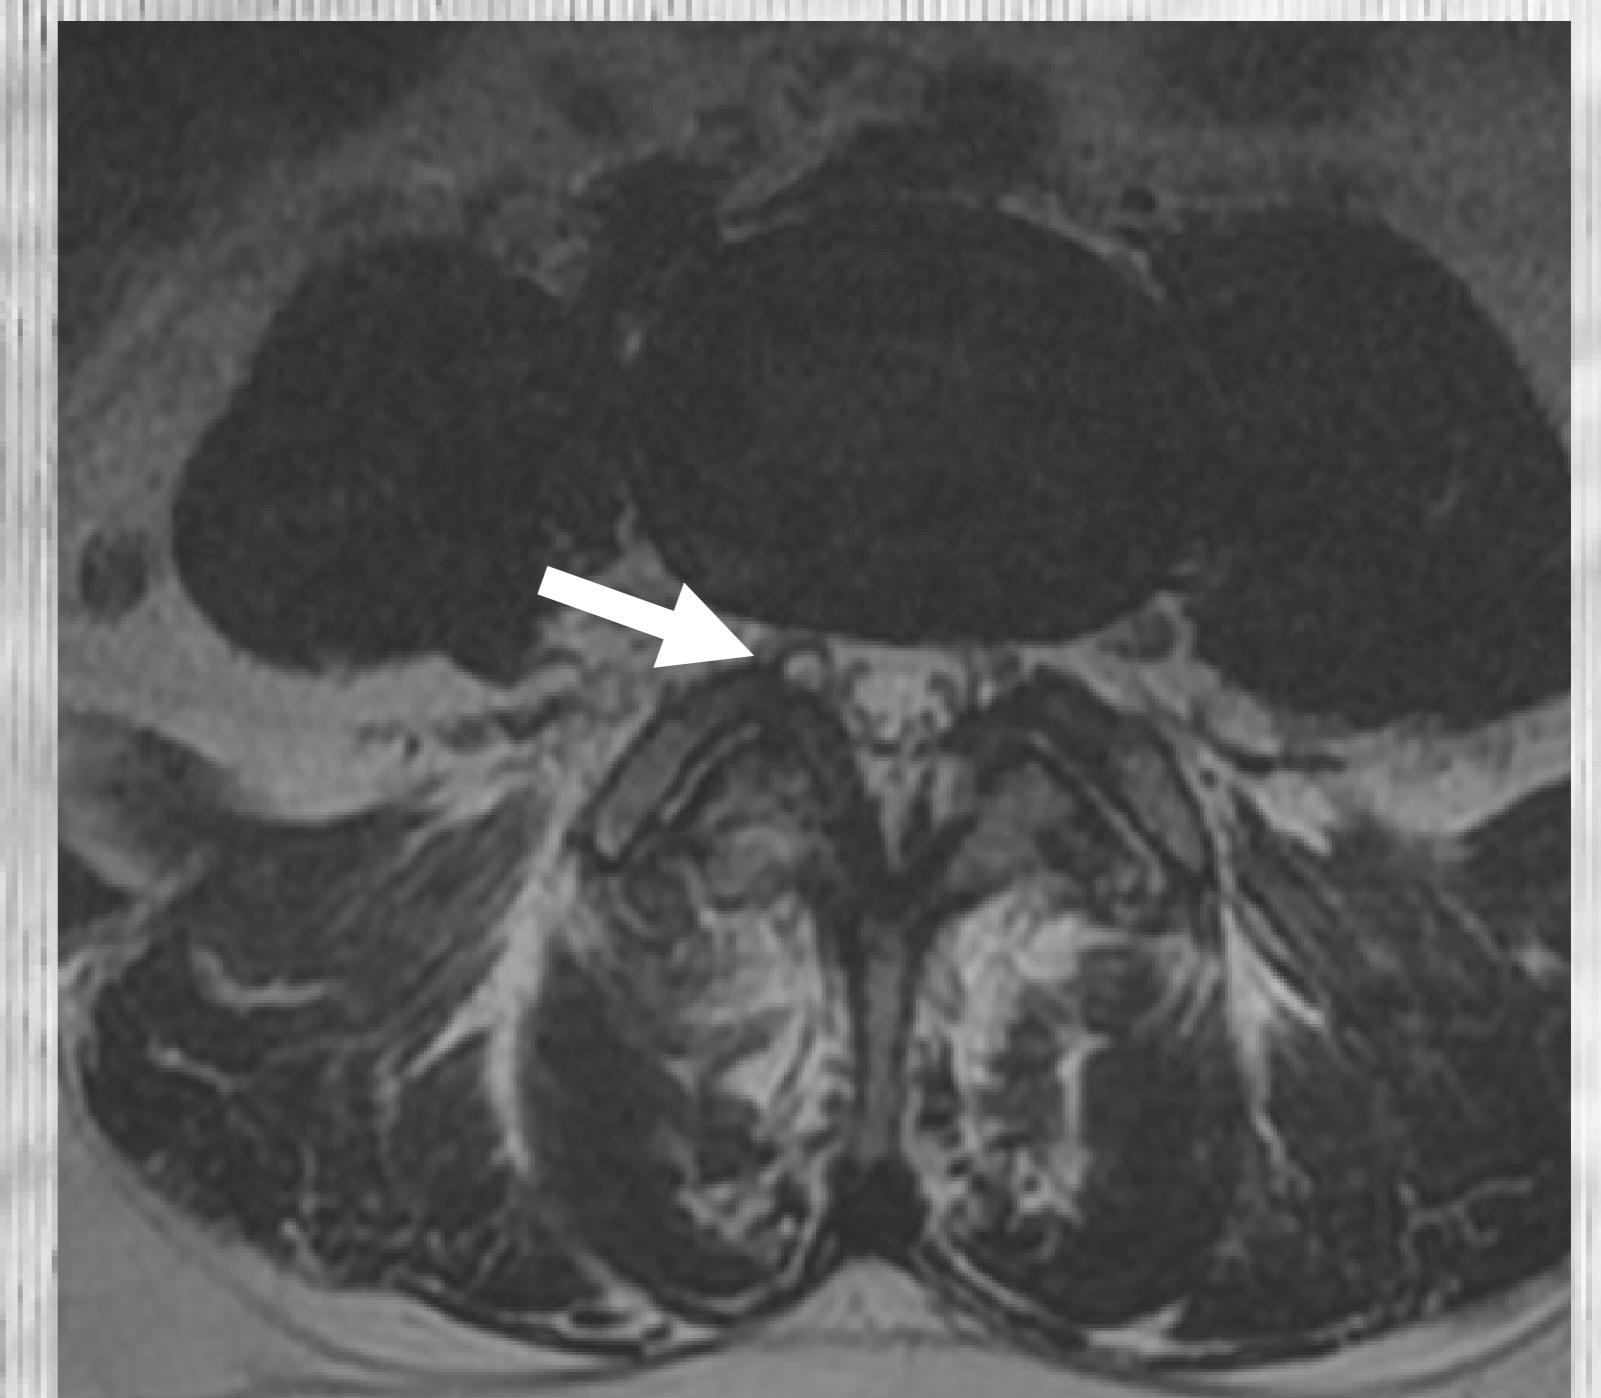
RM lumbar, secuencia T2, antes del tratamiento
